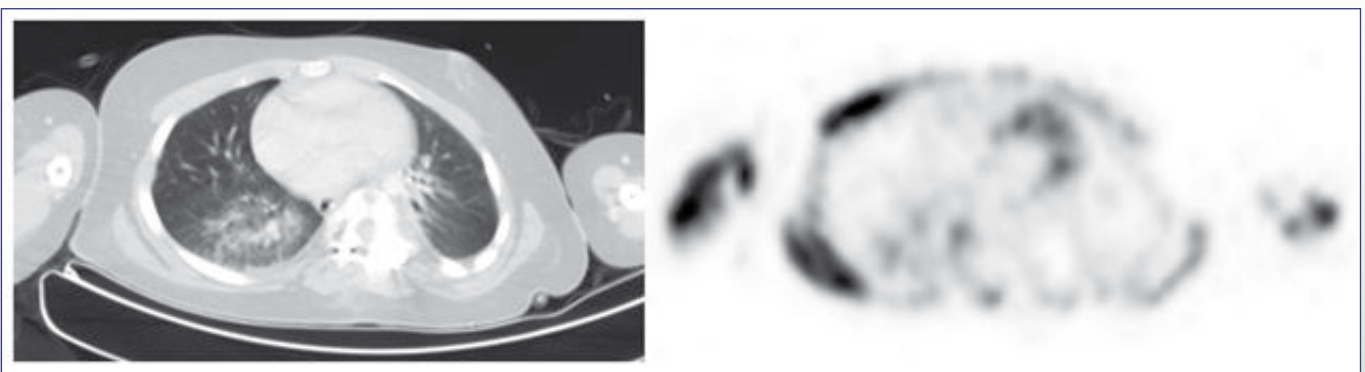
Axial CT and ¹⁸F-FDG PET images of the PET/CT scan of an 11-year old girl who was referred for investigating fever of unknown origin during the post-operative phase after surgery for debilitating scoliosis. She was diagnosed before with cerebral palsy and suffered from spastic quadriplegia. ¹⁸F-FDG PET/CT scan revealed pneumonia in the right lower lobe as the probable origin of fever.
